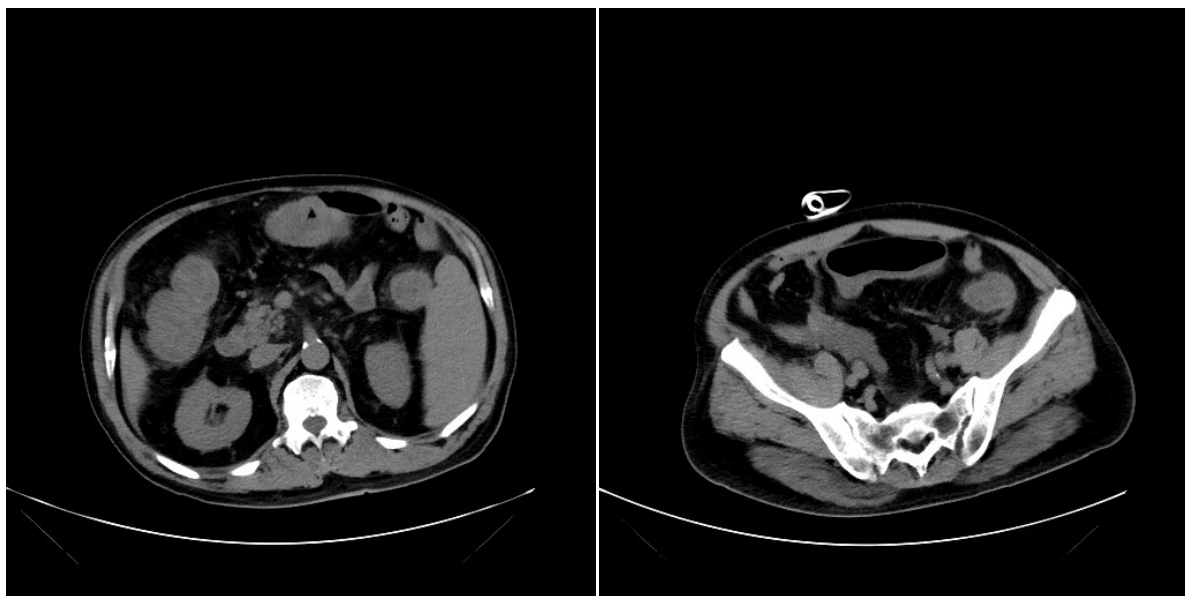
Results of abdominal CT on February 10
